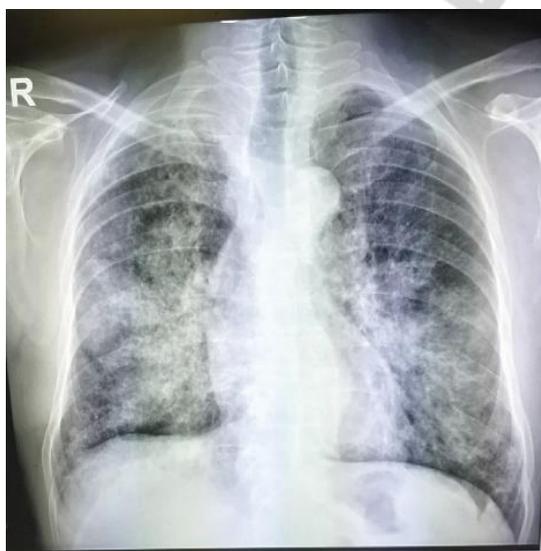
Рентгенограмма органов грудной клетки Пациента П. 2019 г.
